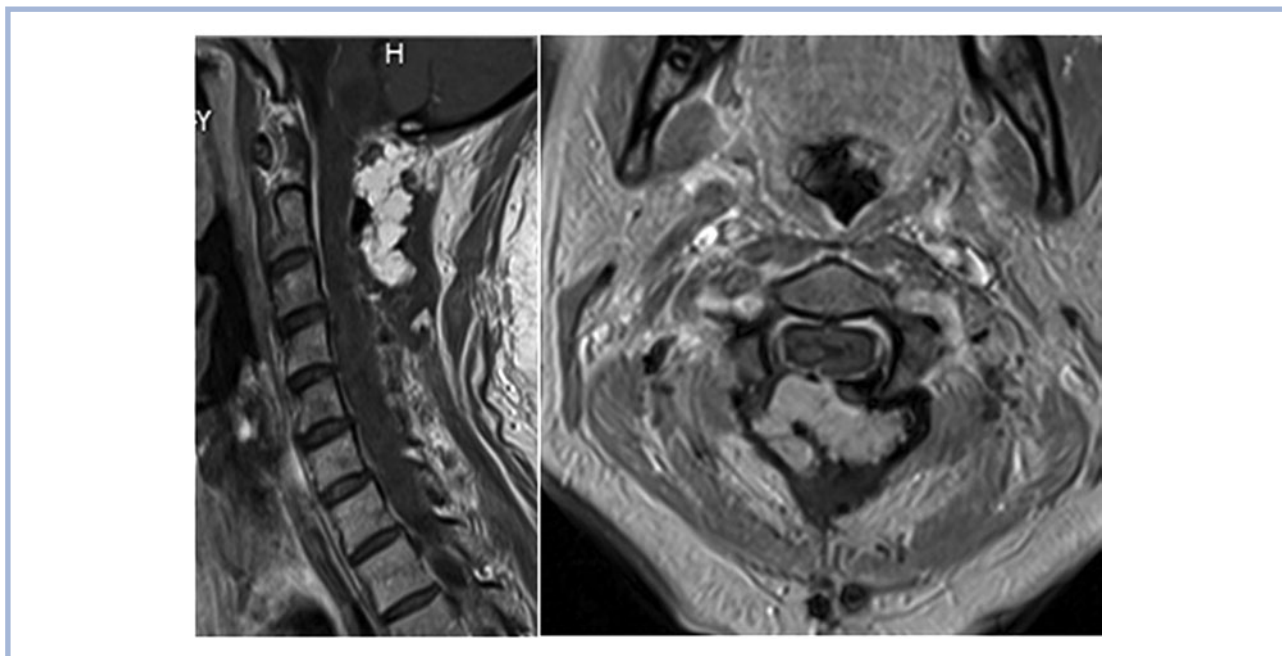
МРТ-томограмма шейного отдела позвоночника больного Ш. после операции с контрастным усилением, сагиттальная и аксиальная проекции.
